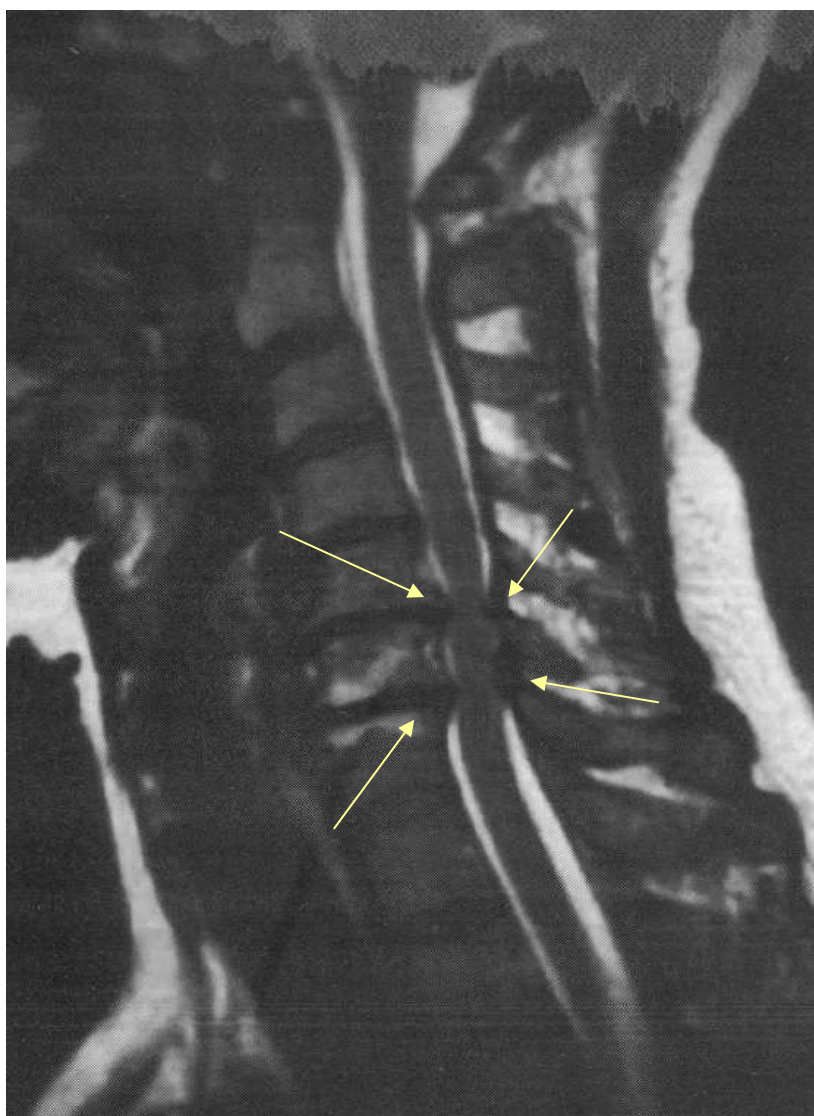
IRM en T2, coupe sagittale médiane montre un canal étroit arthrosique . L'uncodiscarthrose y est le facteur pathogène prédominant, à l'origine de la myélopathie .
